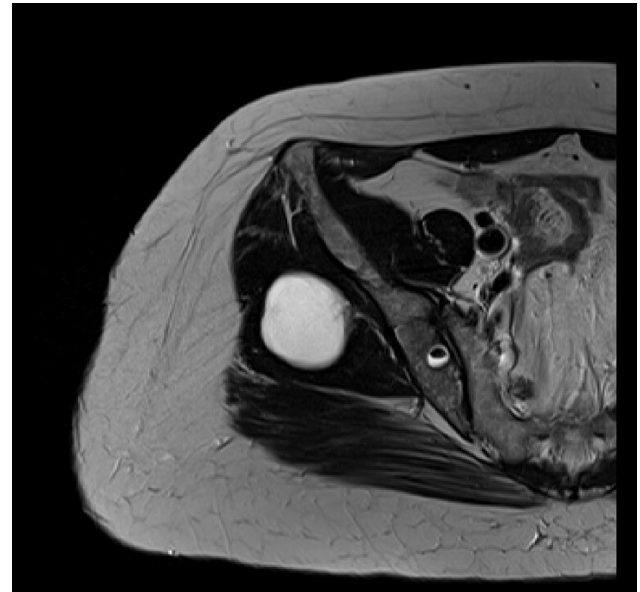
Resonancia magnética nuclear. T2 axial pélvica.
